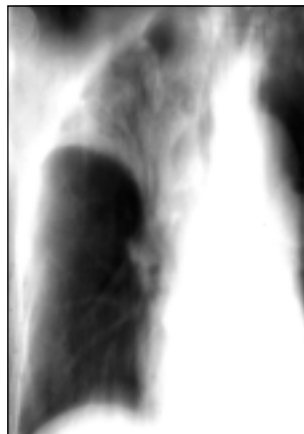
Рентгенограма органів грудної клітки. Зліва на верхівці кільцеподібна тінь (каверна), ширше – вогнища.*
